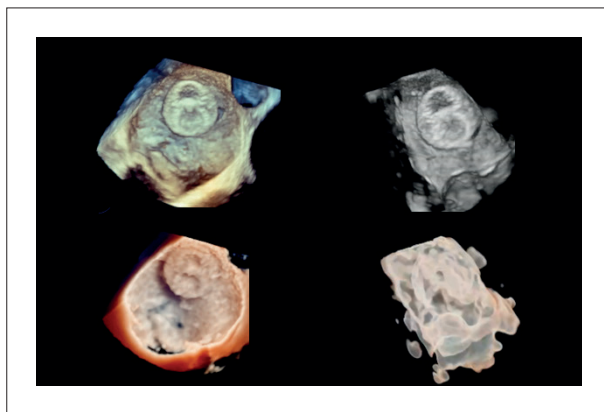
Renderização de volume obtida pela ecocardiografia transtorácica 3D demonstrando aspecto típico de “8” do dispositivo LAmbre após liberação. A) renderização de volume padrão; B) renderização de volume com color; C) renderização foto realística; D) renderização com transparência.
